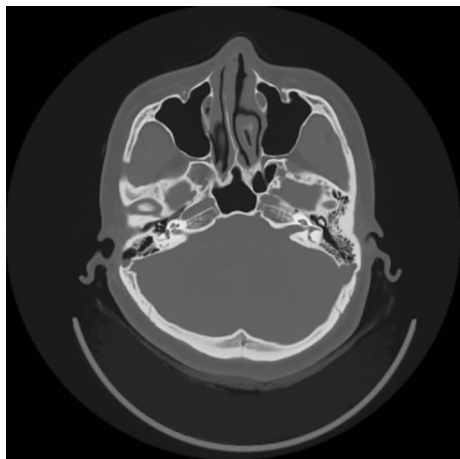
2022年颞骨CT示左耳乙状窦憩室,右耳乳突术后改变
